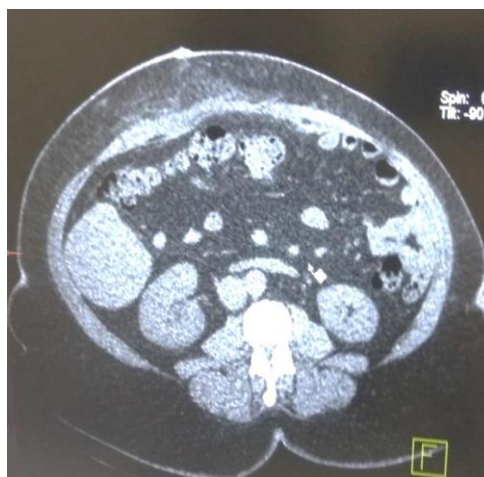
Пациентка А., 65 лет. КТ – 1). Грыжевой дефект передней брюшной стенки отсутствует, признаки незначительной инфильтрации тканей (1 год) после операции
